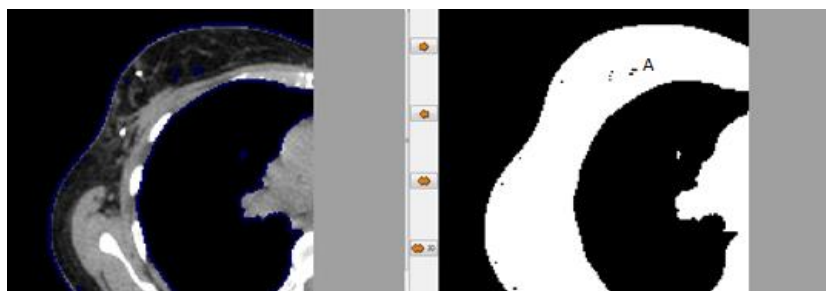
Representação de uma das imagens da sequência de imagens *CT58040*. A imagem à esquerda mostra a imagem original que está a ser trabalhada. A imagem à direita mostra o resultado da divisão da imagem em duas regiões distintas: o modelo (cor branca) e o fundo (cor preta). Nota: Na divisão desta imagem observa-se que a zona referente ao pulmão também se encontra preenchida pela cor preta devido à presença de ar no interior dos pulmões. No ponto A é assinalado a presença de um espaço com a cor preta no interior do modelo, o qual tem que ser corrigido.
